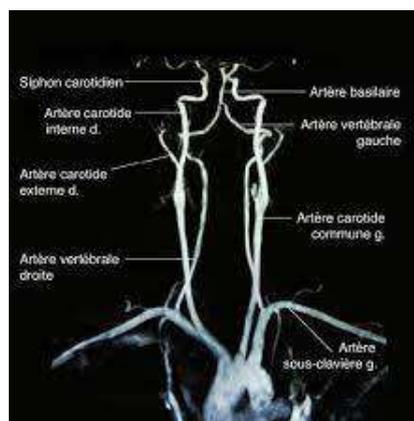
Angio IRM : vaisseaux de cou
